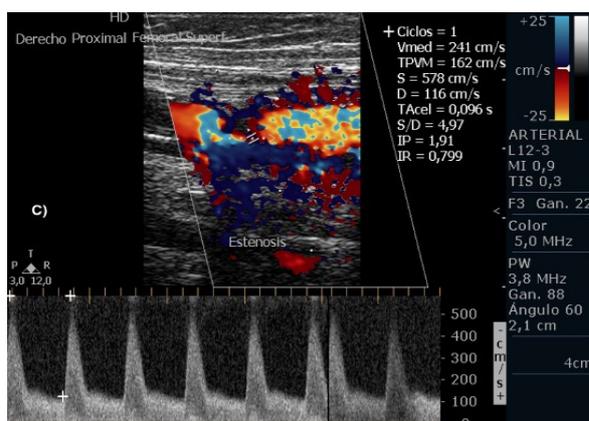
A. Imagen ultrasonográfica en eje longitudinal de paso de guía hidrofílica (flecha blanca) a través de *stent* (flecha roja) en zona femoropoplítea ocluida por trombo. B. Activación bajo guía ecográfica en eje longitudinal de sistema de trombectomía mecánica (estrella) sobre guía hidrofílica en segmento *intrastent*. C y D. Visualización de estenosis crítica intraarterial y cuantificación del aumento de la velocidad pico sistólica en el trayecto estenótico.
